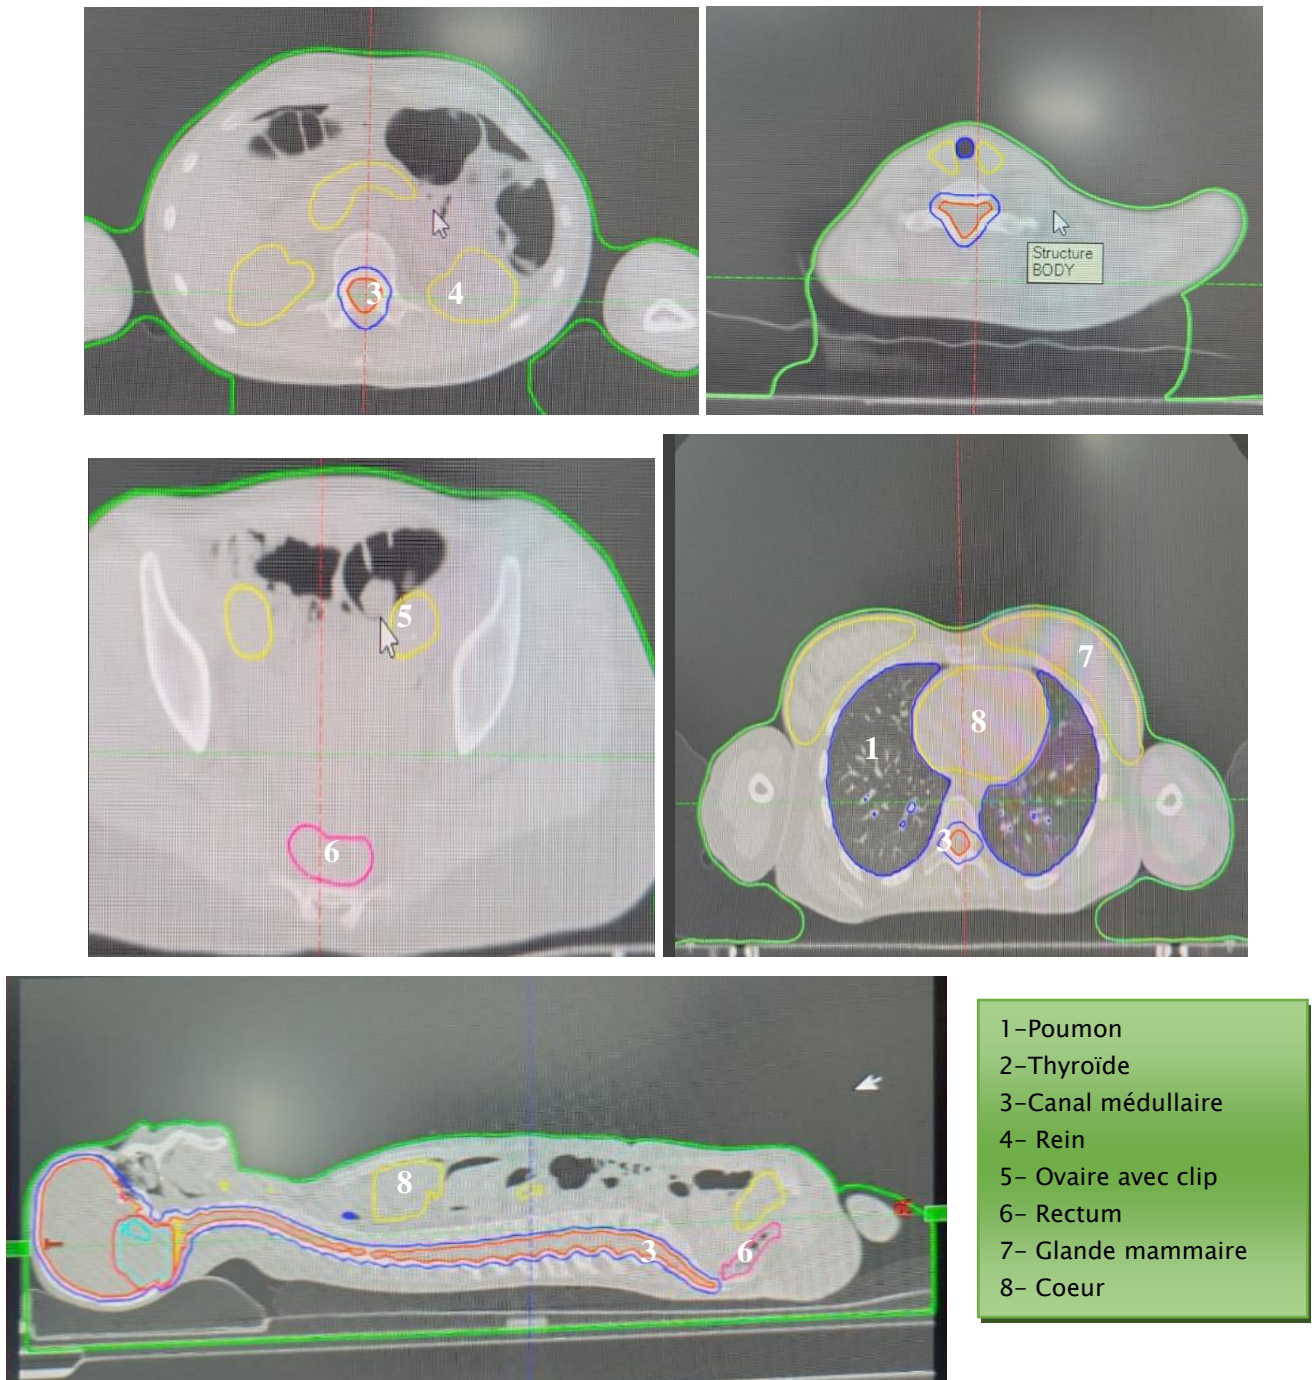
DÉLINÉATION DE L'AXE CÉRÉBRO-SPINALE ET DES ORGANES À RISQUE EXTRA CRÂNIENS AVEC LA TECHNIQUE DE FUSION D'IMAGE TDM/IRM
